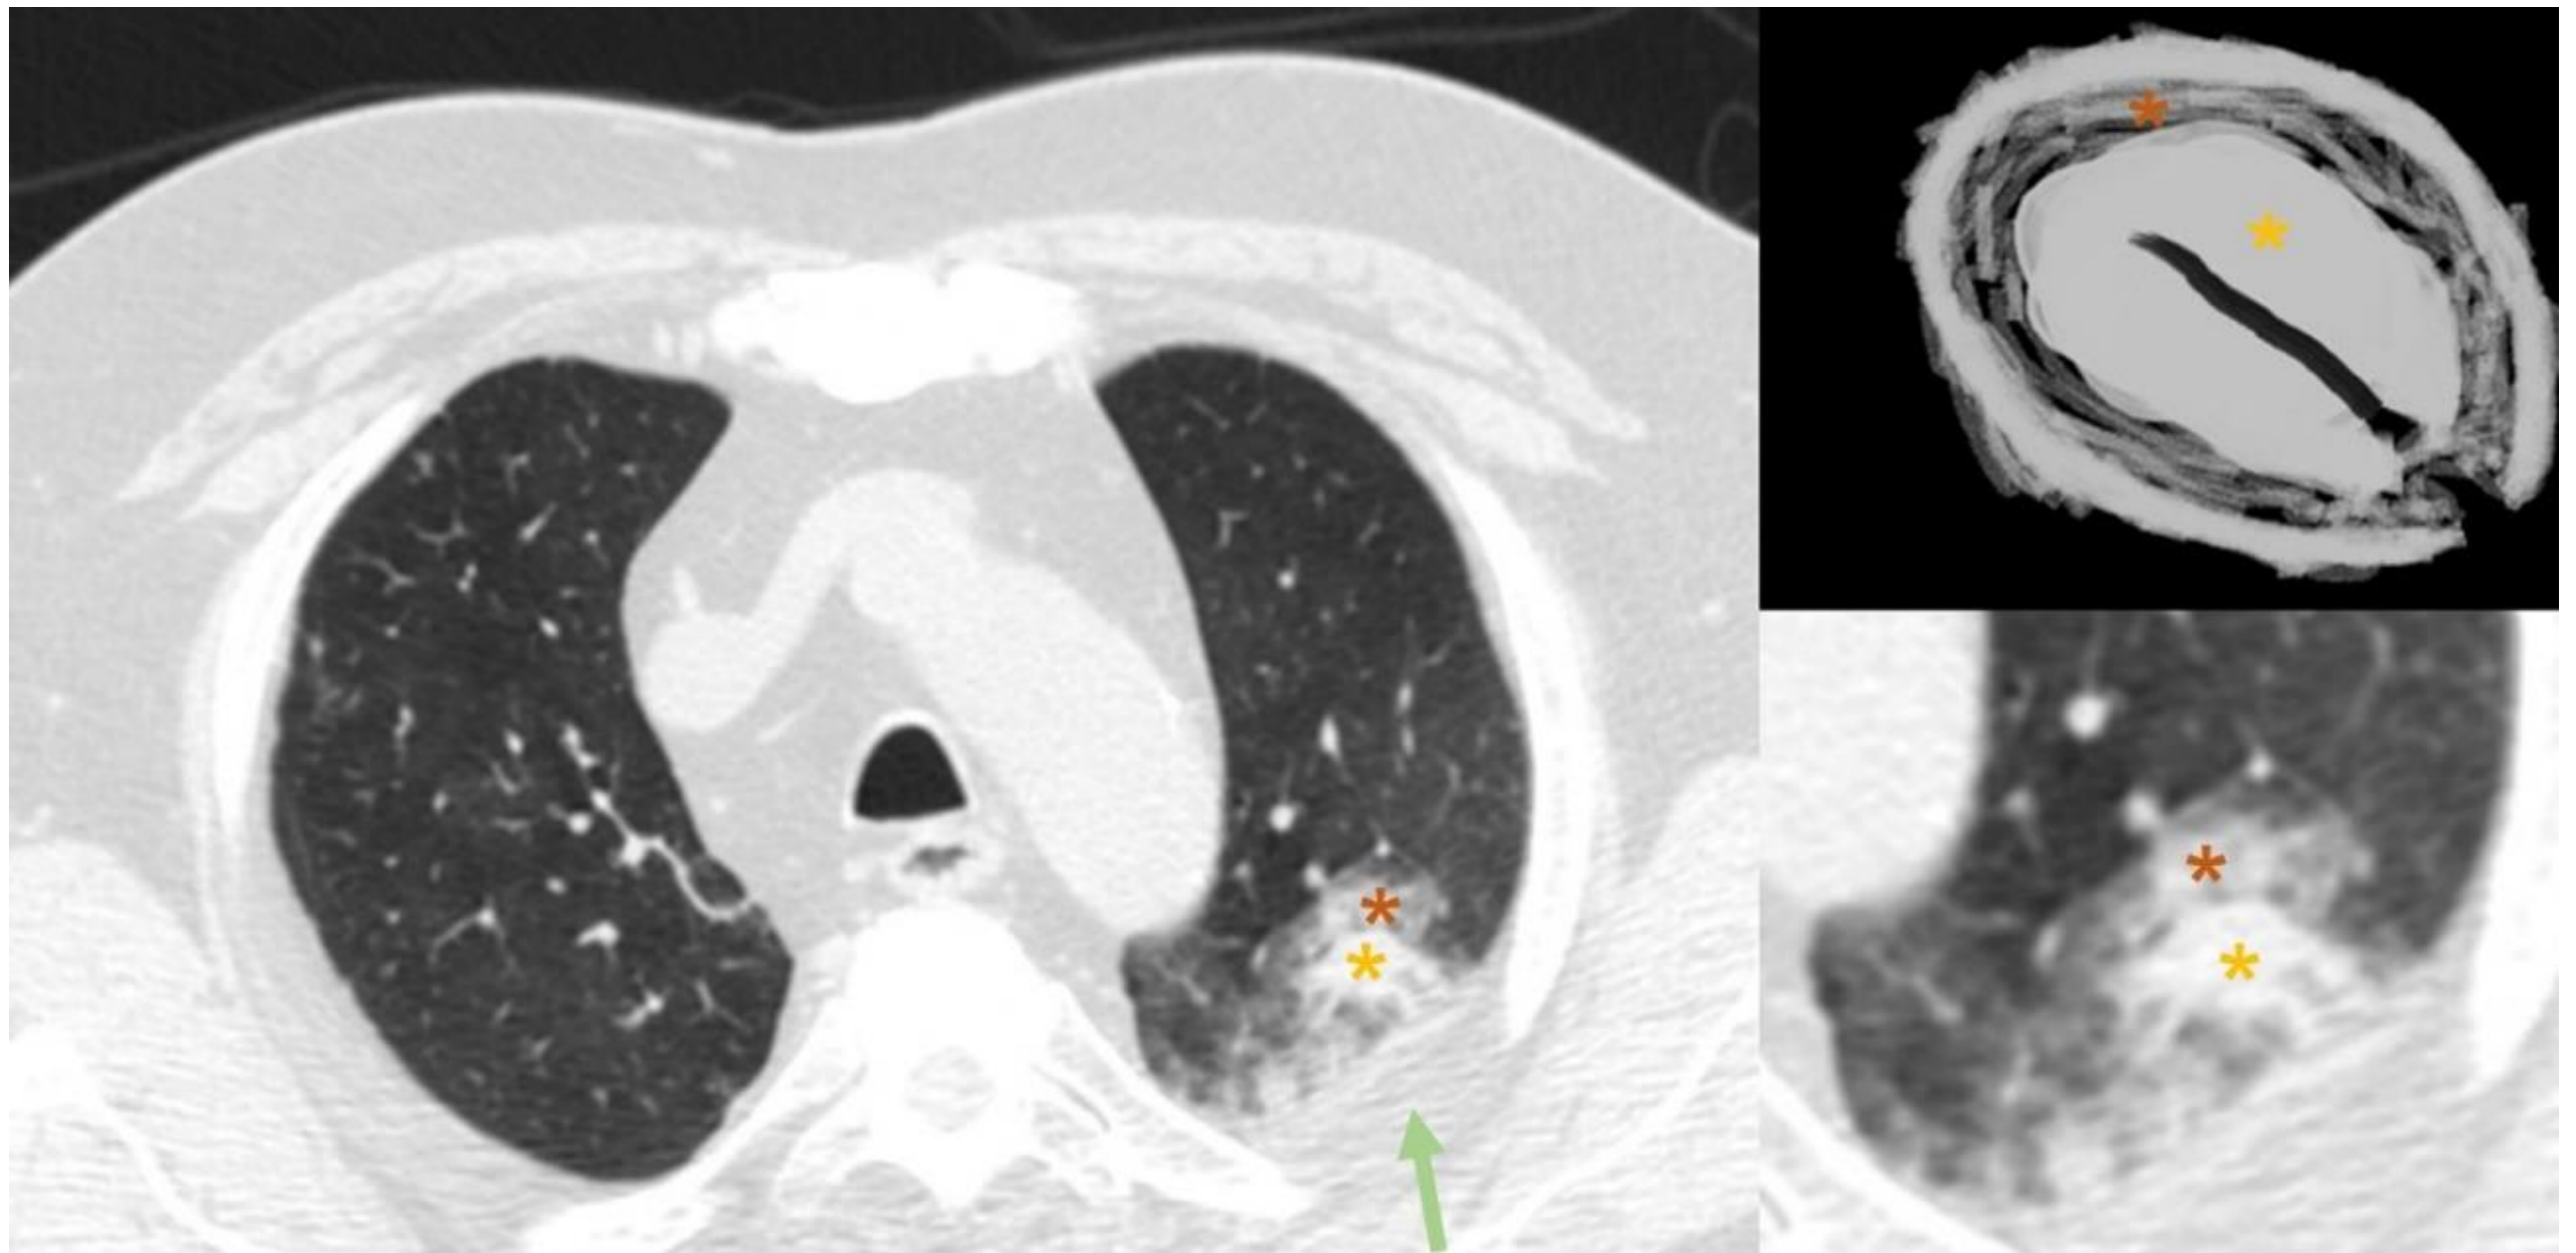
TC torácico con contraste intravenoso en fase venosa (corte axial) en el control a las 24h del caso anterior. Se aprecia una imagen central sólida consolidativa (asterisco amarillo) que se corresponde con el área tratada, rodeada por un halo de vidrio deslustrado (asterisco naranja) que traduce cierto grado de edema/hemorragia parenquimatosa. Como complicación puede observarse una pequeña lámina de derrame pleural (flecha verde).
